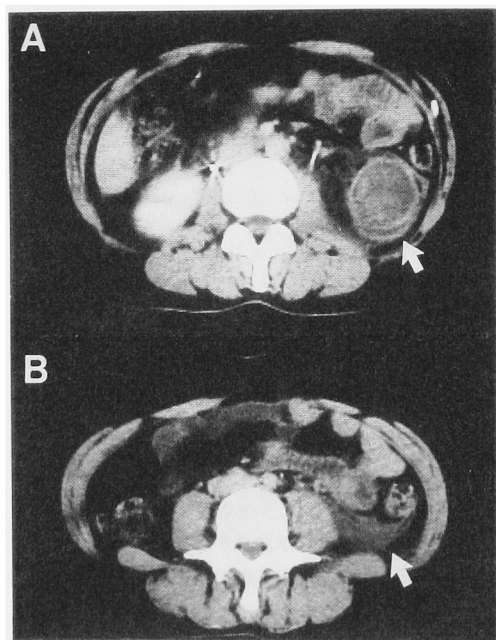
A: Abdominal CT revealed a tumor that was 3 cm in diameter and had a capsule with a heterogeneous interior at the left lower pole of kidney (arrow). B: Abdominal CT demonstrates retroperitoneal hemorrhage (arrow).
